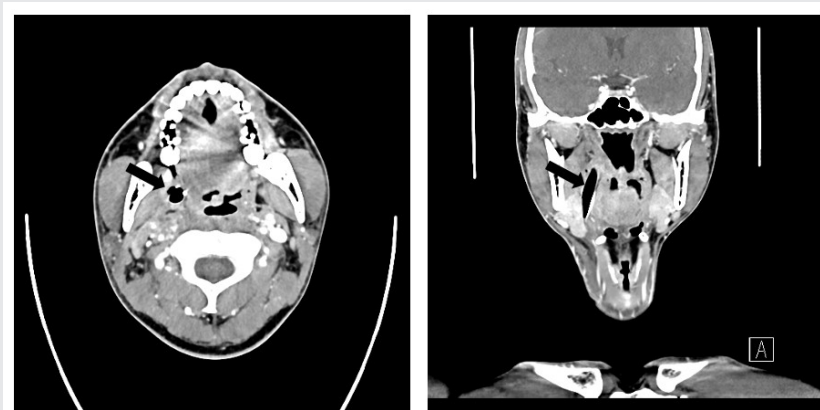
Postoperative Contrast CT findings. A silicone drain was inserted in the abscess cavity observed before surgery (black arrow).
